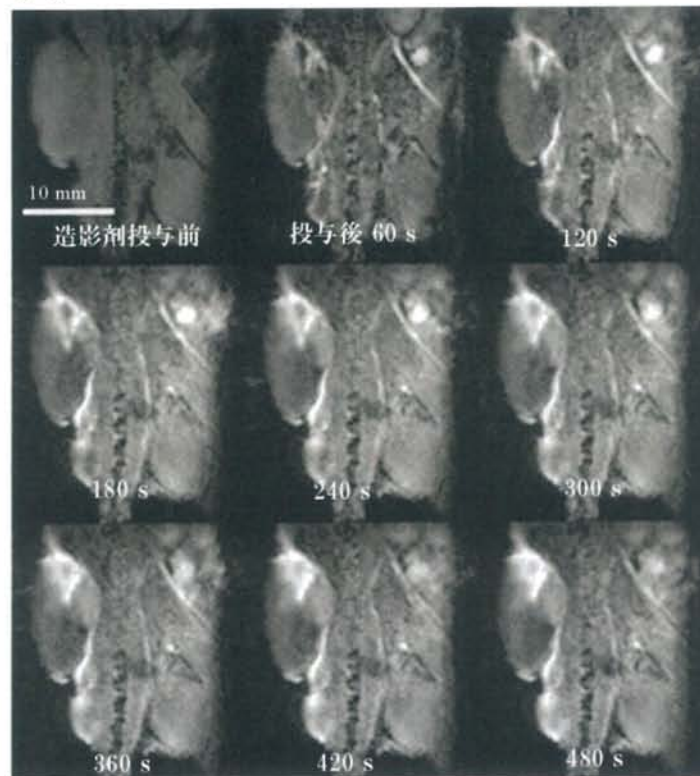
2D FLASH による DCE-MRI より得られたマウス矢状断面 $S(t)$ map 画像 (抜粋) (a)と、(a) に対応した $C(t)$ map (b)。
